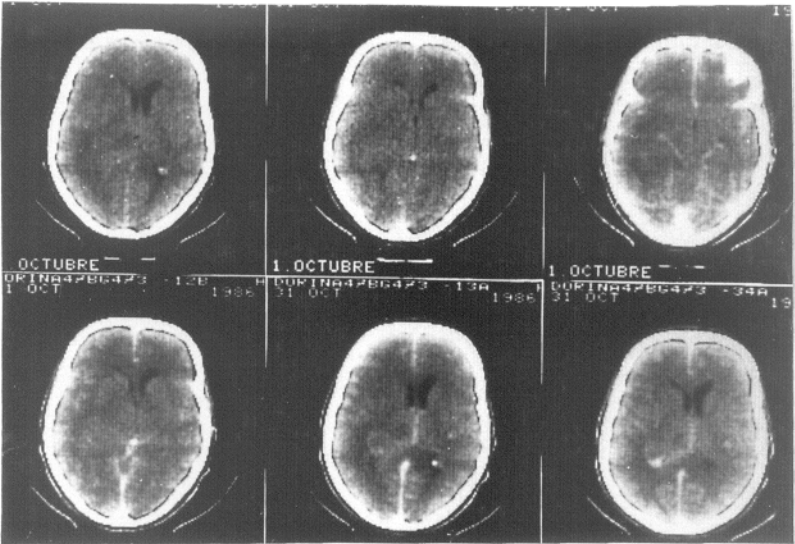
A5. TC sin contraste. Situación final año y medio después. Amputación generalizada de cisternas y del sistema ventricular sobre todo derecho.
